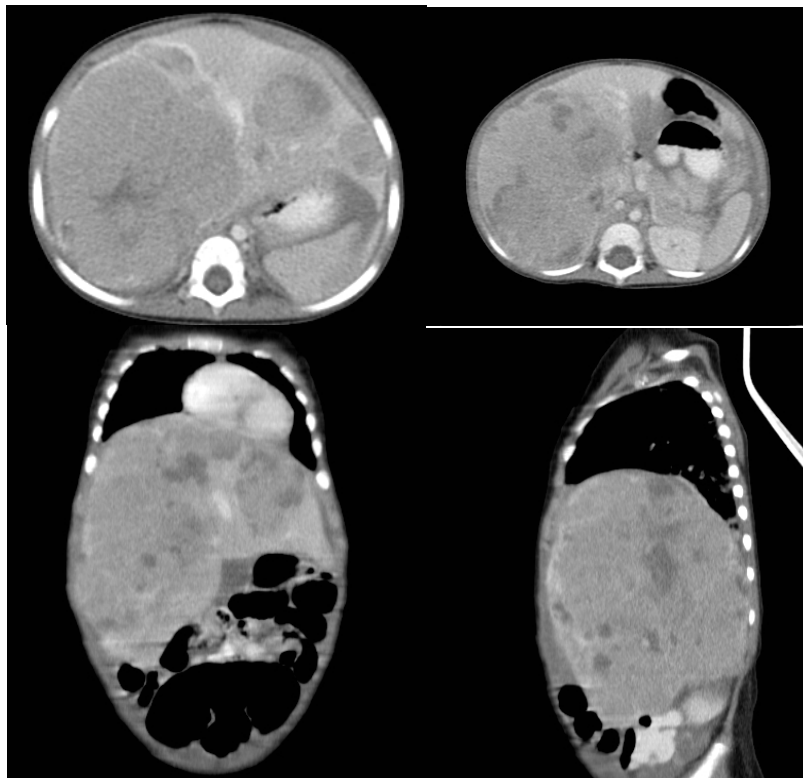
A y B. Paciente de 11 meses de edad de sexo masculino que consulta por dolor abdominal; en las TC se muestra una masa predominantemente hipodensa de gran tamaño que compromete todas las secciones del lóbulo derecho (LD).
